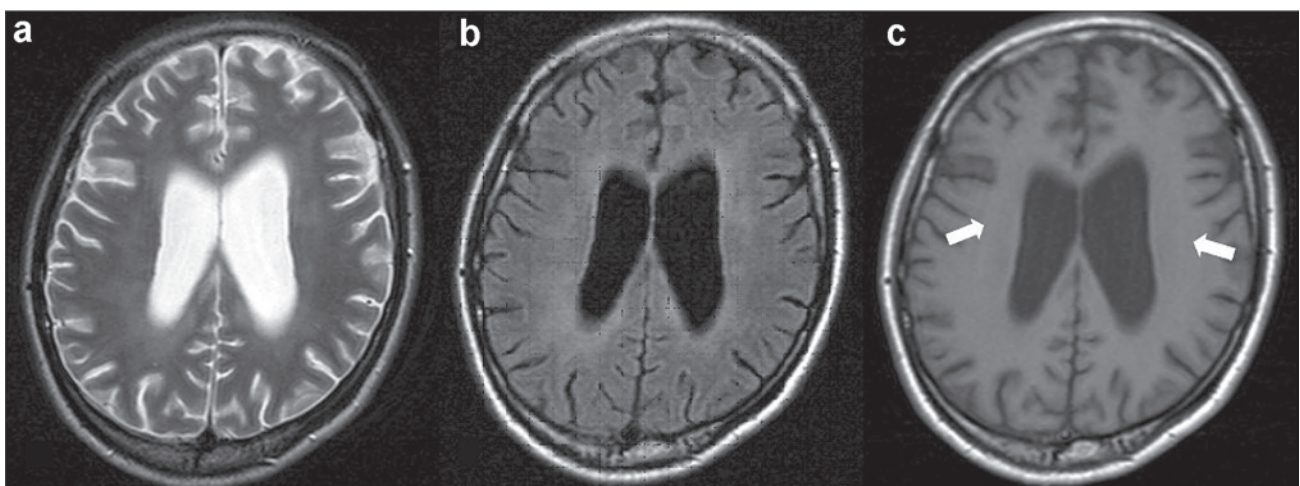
HIV encephalopathy in a 35-year-old man with HIV infection and memory loss. Brain MRI was performed a few days before the initiation of antiretroviral therapy and showed cerebral atrophy.
